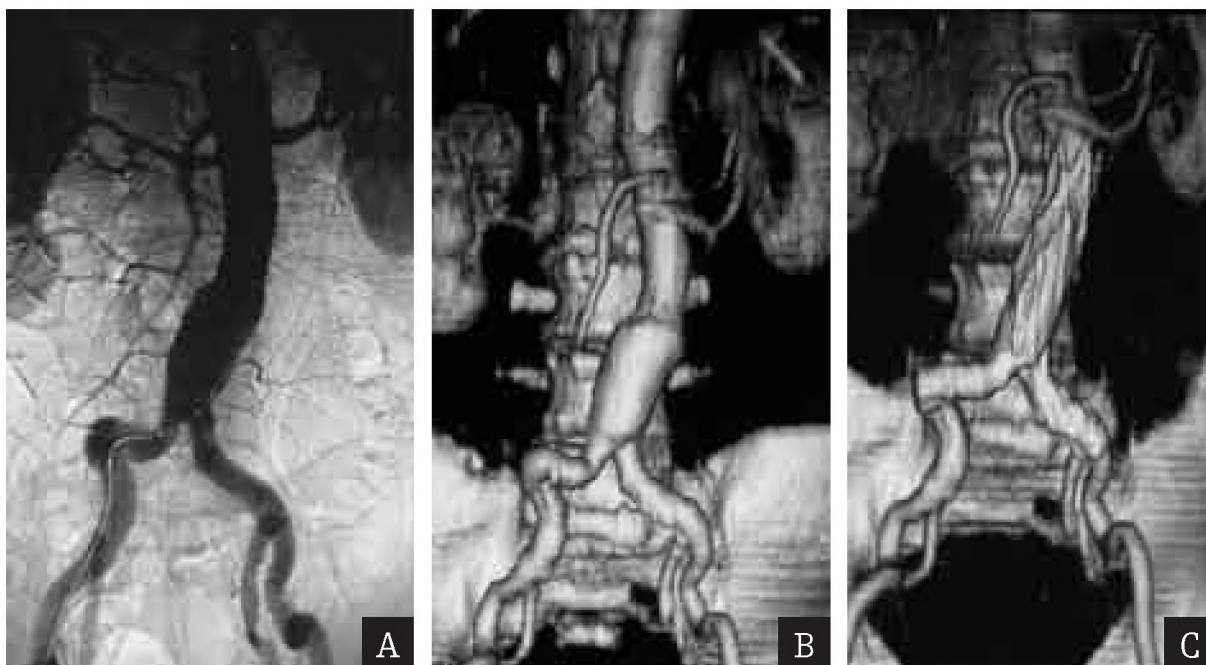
Digital subtraction angiography and 3D CTA: volume rendering before (A,B) and after (C) endovascular graft procedure.
